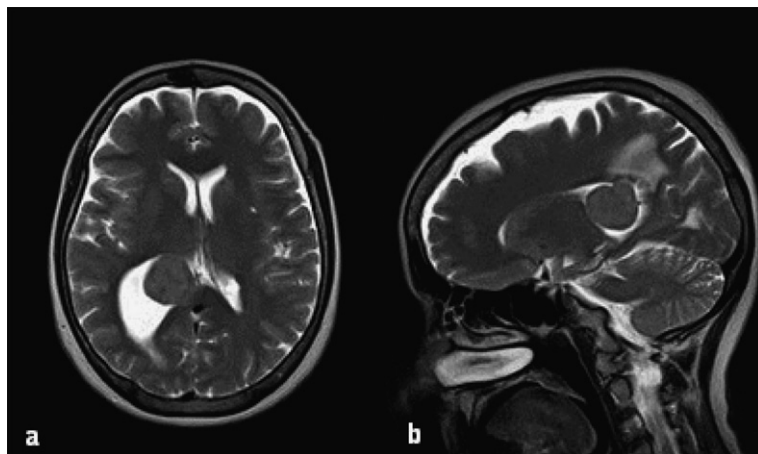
Imagen de resonancia nuclear magnética (RMN) en tiempo de relajación 2 (T2) en la que se observa masa redondeada, globulosa, hipointensa en el interior del cuerno occipital del ventrículo lateral derecho y dilatación anormal del mismo. a) Corte axial. b) Corte sagital (Fuente: estudios imagenológicos preoperatorios del paciente).
